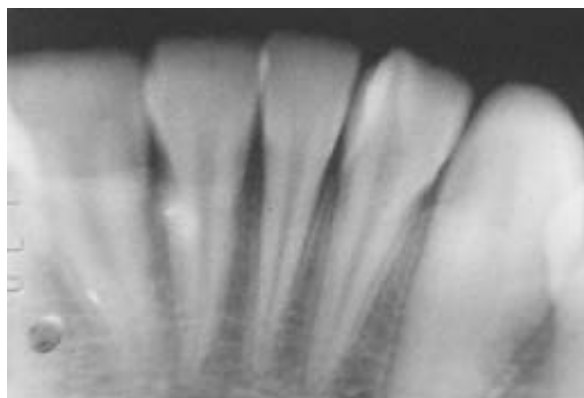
Radiografía intraoral del diente que aparece en la figura 1. Obsérvese la radiodensidad anómala en forma de cúspide.
